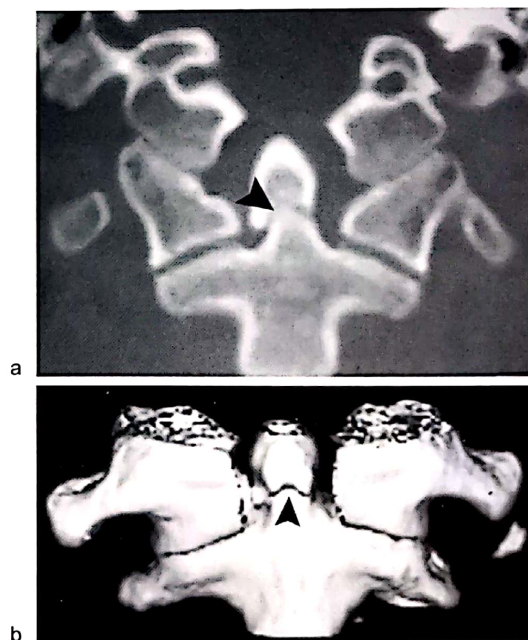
Fractură de odontoidă tip II – imagine CT (a) coronală și reconstrucție 3D (b).
